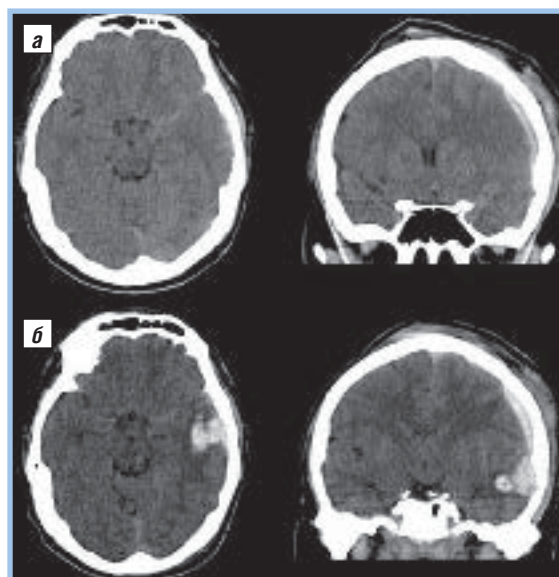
II «сценарий» прогрессии: а – первичная КТ через 1 ч после травмы; б – повторная КТ спустя 5,5 ч
